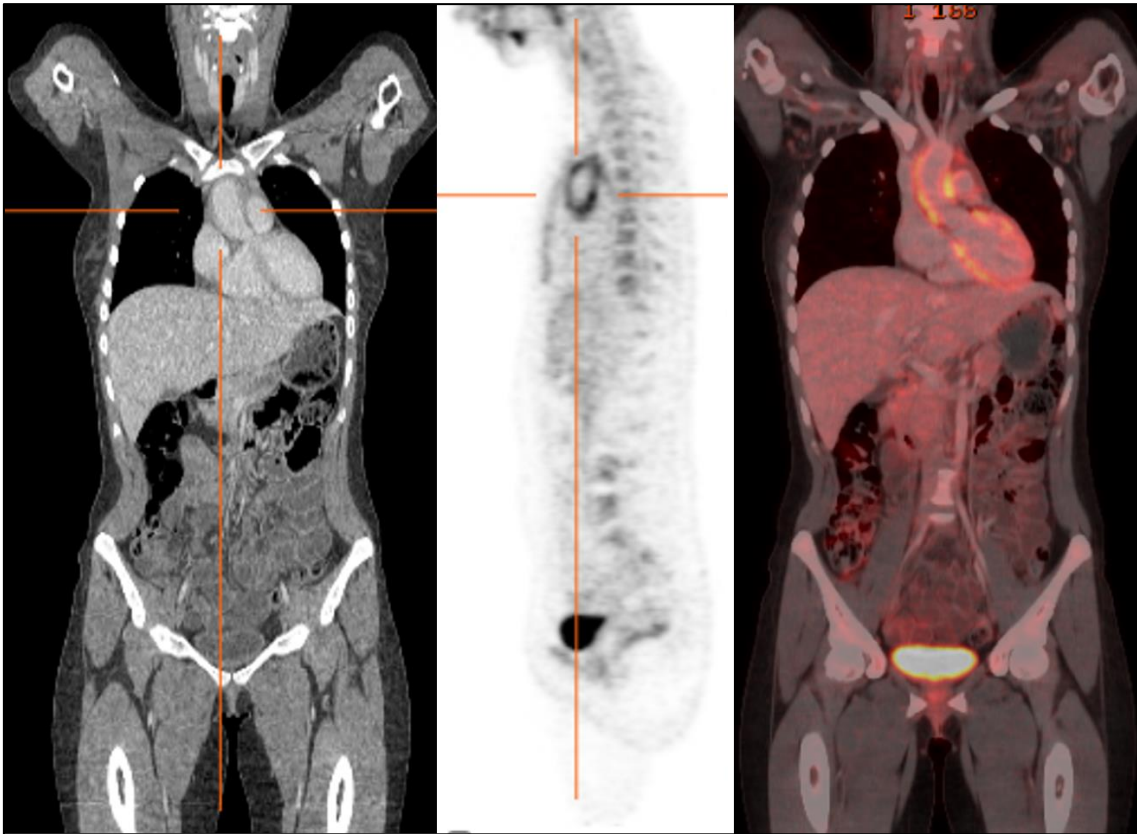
Darstellung der Großgefäßvaskulitis im PET/CT. Links: CT, Mitte: PET, Rechts: PET/CT Fusions-Darstellung
